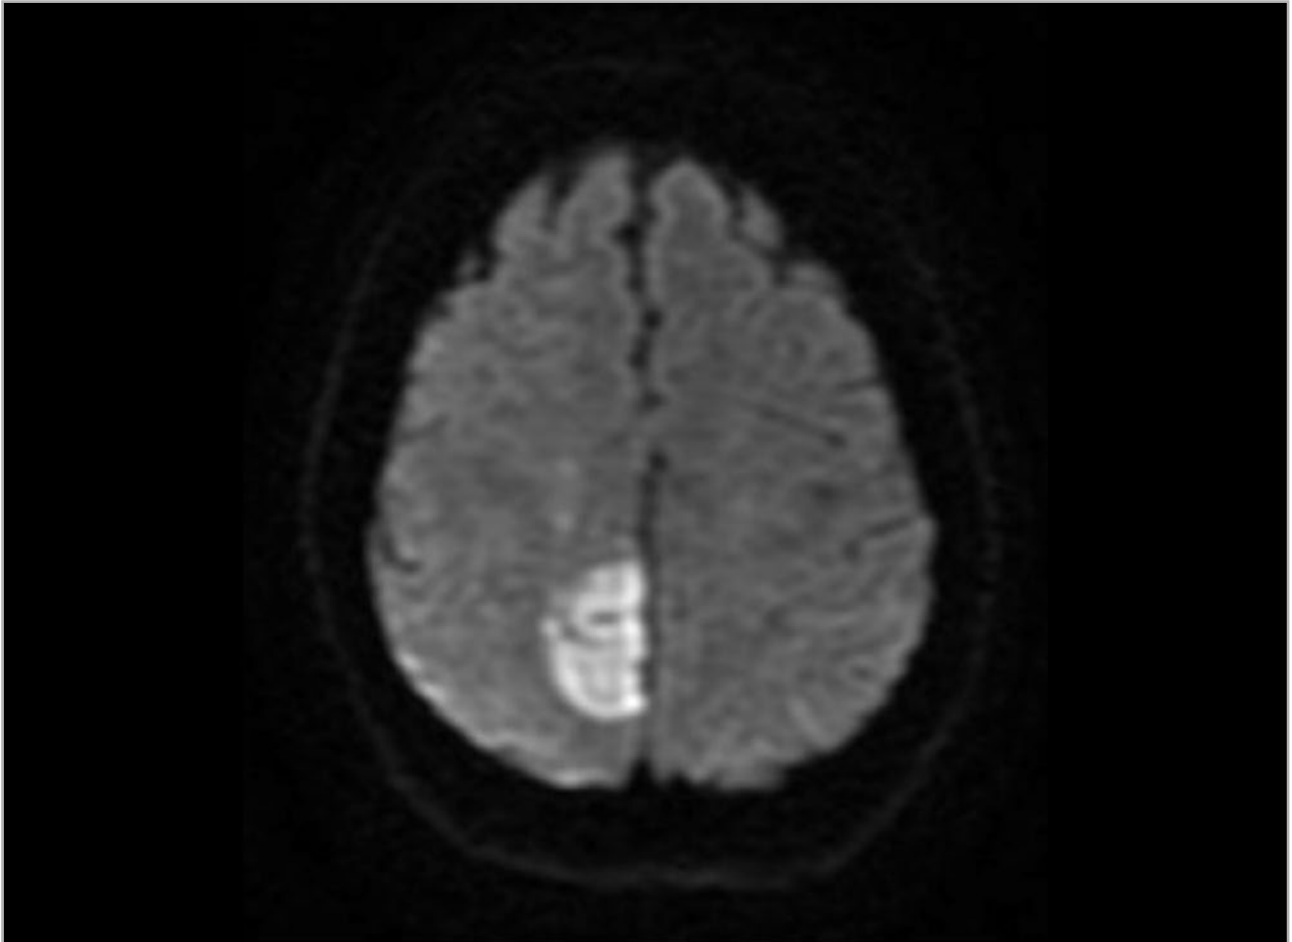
Resonancia magnética (RM) cerebral que muestra lesión isquémica aguda parasagital derecha.
